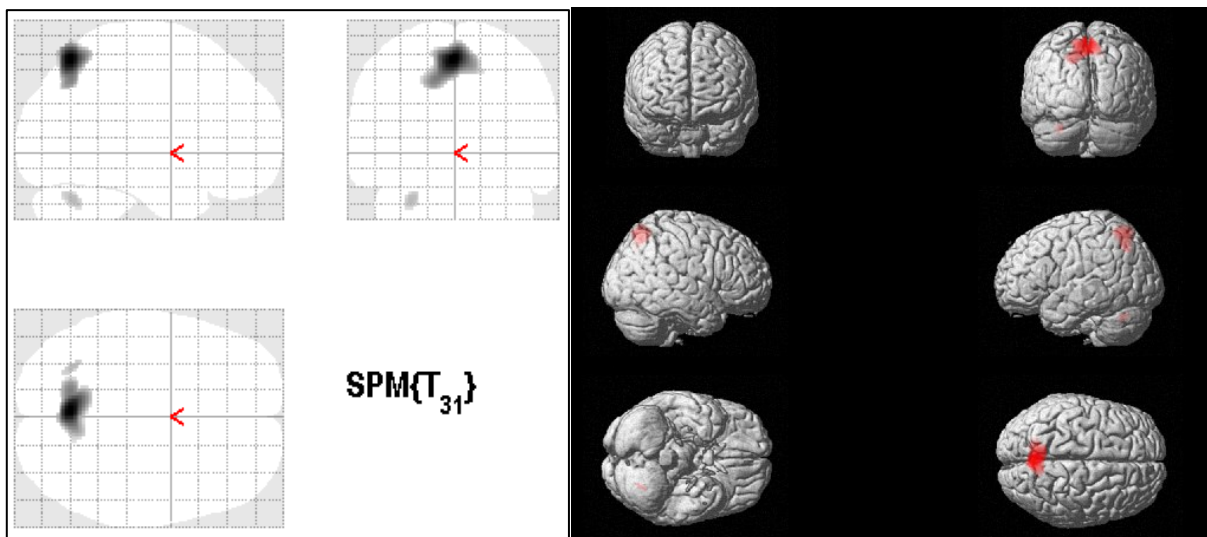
a und 27 b: Vergleich der normalisierten und geglätteten 18F-FDG-PET Aufnahmen von 34 Patienten mit LKB und leichter AD dichotomisiert in die Gruppen der Patienten mit niedriger CR ($n = 22$; prämorbid Intelligenz: $z\text{-score} \leq 0,6$) und Patienten mit hoher CR ($n = 12$; prämorbid Intelligenz: $z\text{-score} > 0,6$). Die Abbildungen stellen die Gebiete mit Hypometabolismus in der Gruppe der Patienten mit hoher CR nach dem Vergleich und unter Anwendung der Kovariate MMSE dar. Der Grenzwert liegt bei 10 zusammenhängenden Voxel, auf die das Kriterium $p \leq 0.001$ zutrif. Die SPM(T) t-Test-Darstellungen sind als a) Glasgehirn und als b) 3D gerenderte Abbildung des Gehirns abgebildet.
